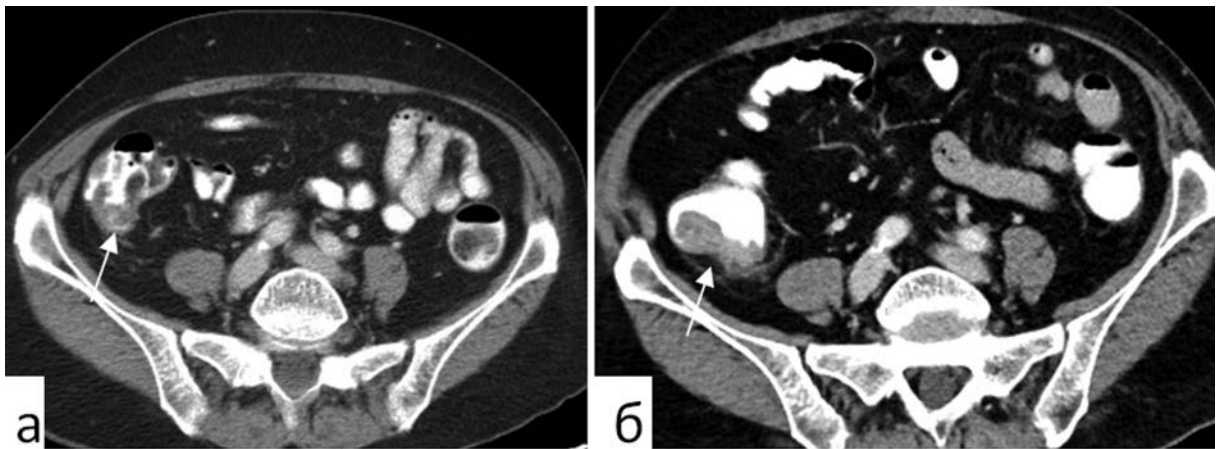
КТ брюшной полости с внутривисветным и внутривенным контрастированием в портальную венозную фазу при первичном обращении (а) и после противовоспалительного лечения (б). Утолщение стенки восходящей ободочной кишки с экзофитным образованием (стрелка)
